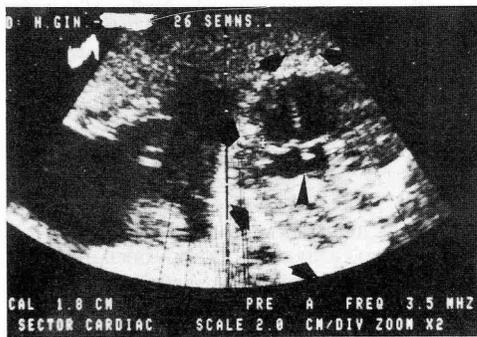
Ecocardiografía fetal. Las flechas gruesas señalan el círculo del tórax en cuyo interior se aprecia una imagen de las cuatro cámaras cardiacas, con el foramen oval abierto (flecha estrecha).
